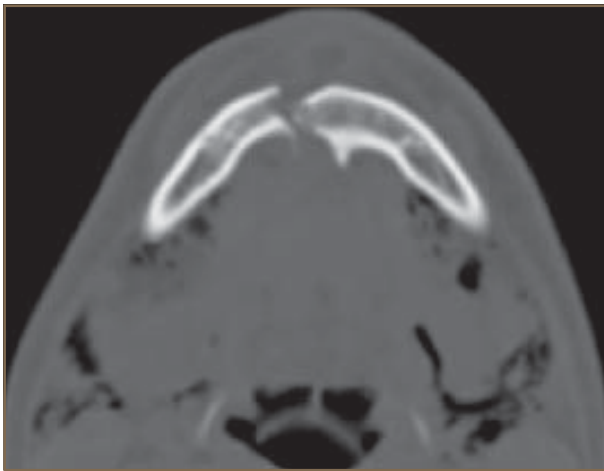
Tomografía computada, corte axial, donde se observa una fractura sinfisaria.
